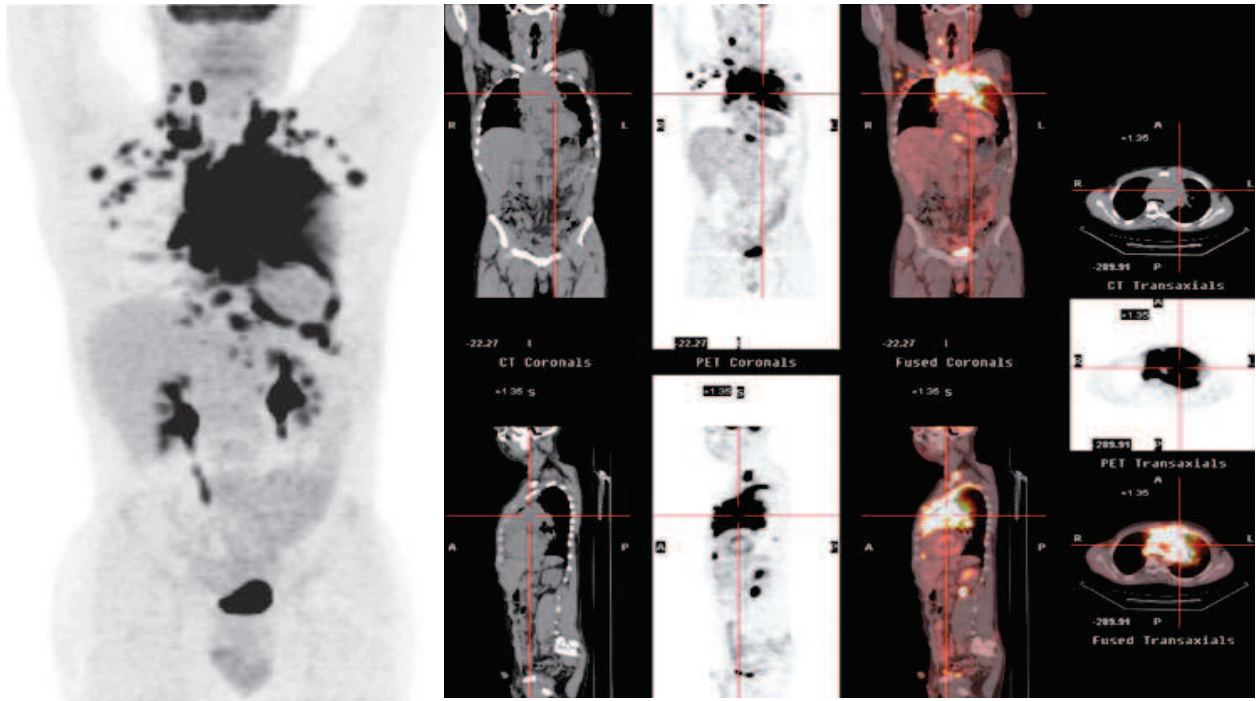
PET/TC con $[^{18}\text{F}]\text{FDG}$ eseguita per stadiazione in un paziente maschio di 12 anni con linfoma di Burkitt. A sinistra immagine *total body MIP* (*Maximum Intensity Projection*), che dimostra netta ipercaptazione del radiofarmaco da parte di multiple stazioni linfatiche, prevalentemente mediastiniche, ma anche sovraclaveari, latero-cervicali e ascellari a destra. A destra Immagini di fusione PET/TC a livello mediastinico, secondo i tre piani ortogonali, per migliore localizzazione topografica delle strutture linfonodali coinvolte
